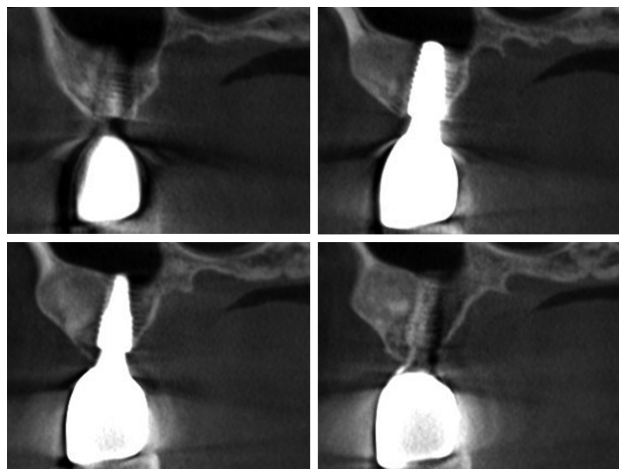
骨纤维异常增殖症(FD)患者固定桥修复1年后锥形束CT影像 4幅小图为同一部位同一时间不同层面影像,可见种植体骨结合良好,种植体周无牙槽骨吸收,病变区域无增大。
